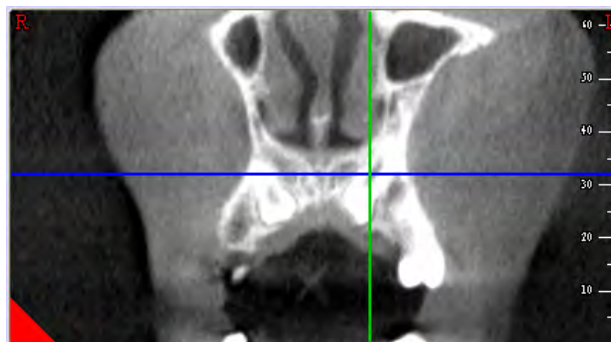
Zatrzymany kiel w tomografii komputerowej z promieniem stożkowym – przekrój strzałkowy.
